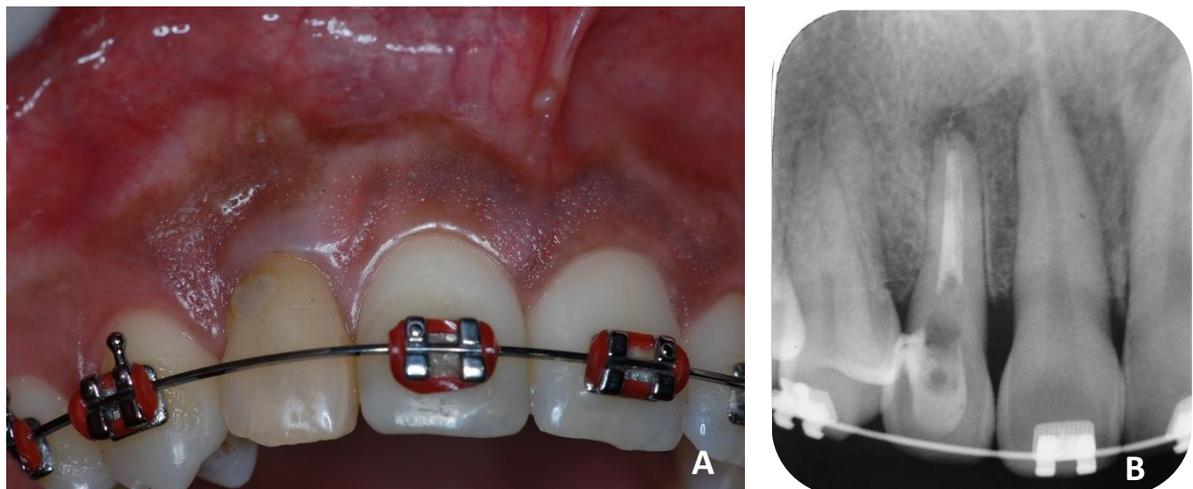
Exames clínico e radiográfico relacionados ao dente 12. A) Exame intraoral demonstrando discreta vermelhidão em região de fundo de sulco; B) Exame radiográfico evidenciando falta de uniformidade do material obturador ao longo do canal radicular do dente 12 associada a lesão periapical.
